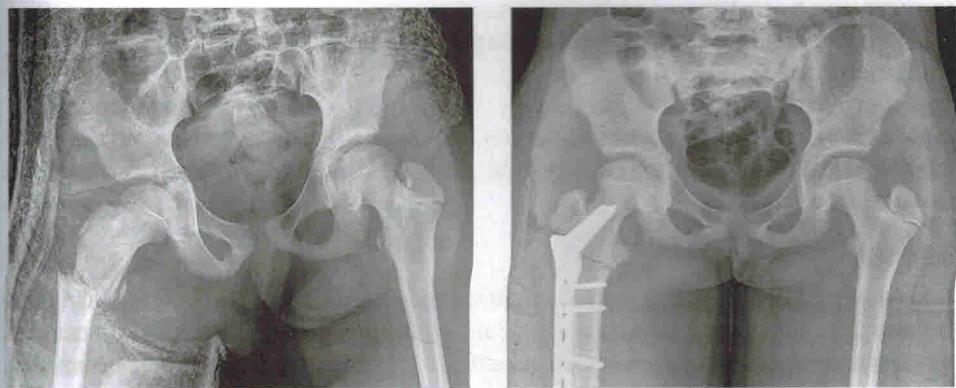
Пациентка 10 лет: *а* — рентгенограмма тазобедренных суставов в прямой проекции, определяется подвертельный перелом правой бедренной кости со смещением; *б* — контрольные рентгенограммы после выполненной открытой репозиции, металлоконструкции
